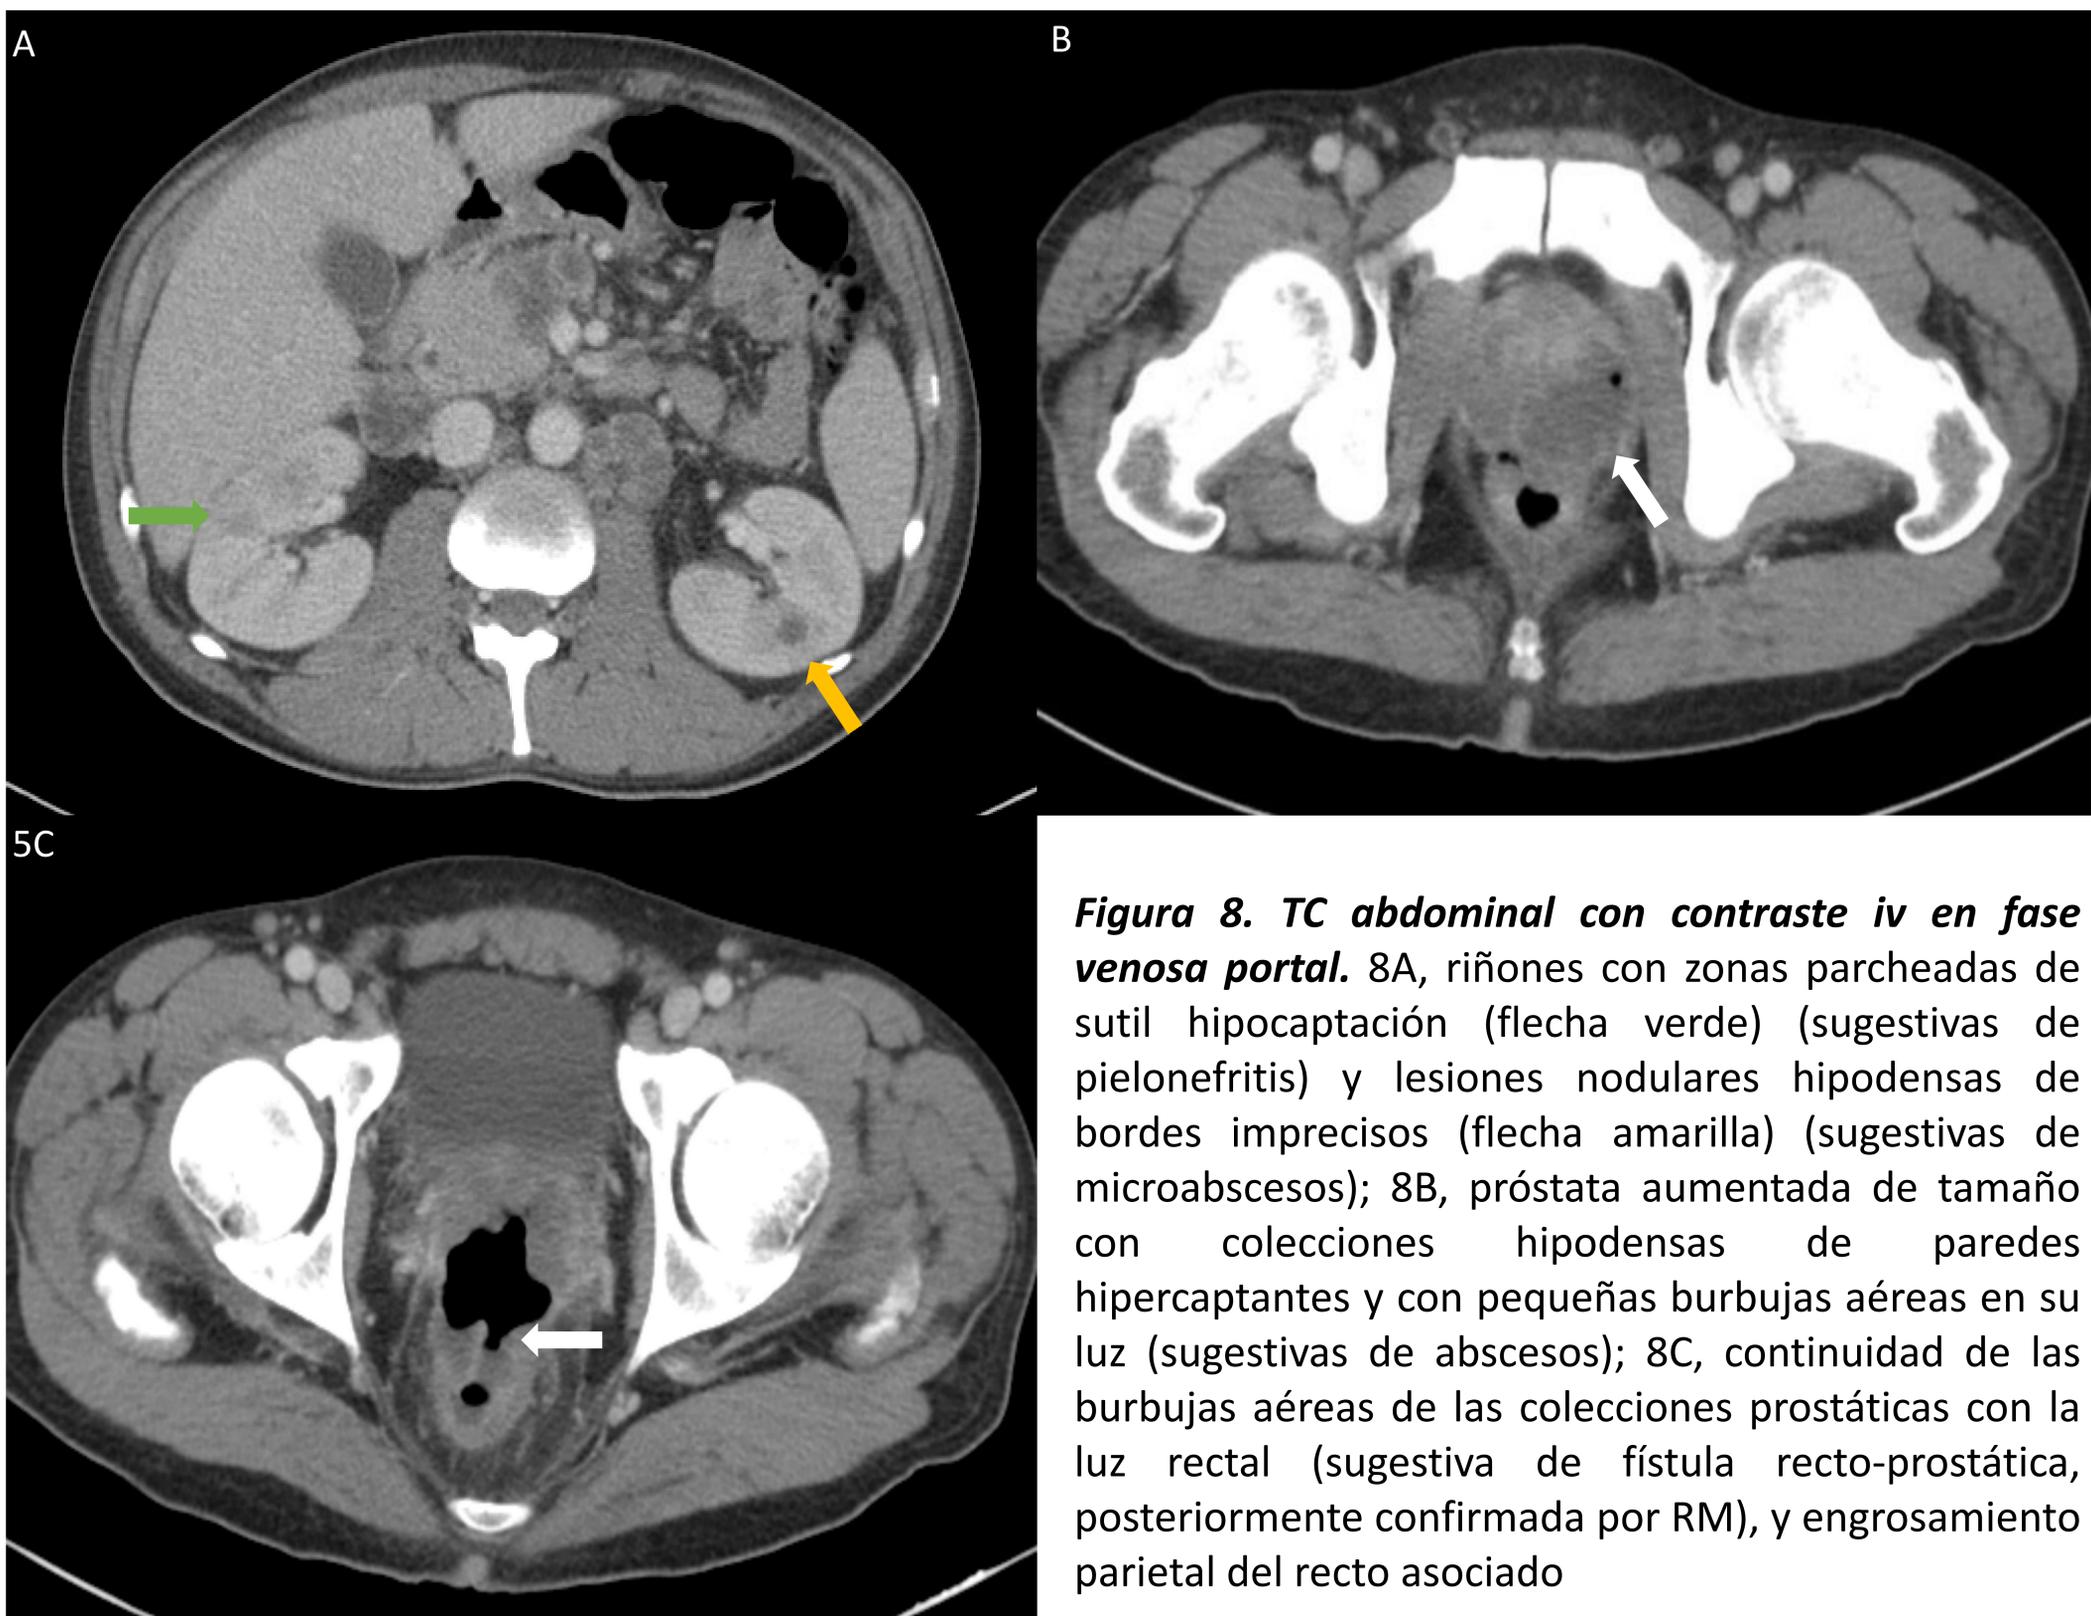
TC abdominal con contraste iv en fase venosa portal. 8A, riñones con zonas parcheadas de sutil hipocaptación (flecha verde) (sugestivas de pielonefritis) y lesiones nodulares hipodensas de bordes imprecisos (flecha amarilla) (sugestivas de microabscesos); 8B, próstata aumentada de tamaño con colecciones hipodensas de paredes hipercaptantes y con pequeñas burbujas aéreas en su luz (sugestivas de abscesos); 8C, continuidad de las burbujas aéreas de las colecciones prostáticas con la luz rectal (sugestiva de fístula recto-prostática, posteriormente confirmada por RM), y engrosamiento parietal del recto asociado
